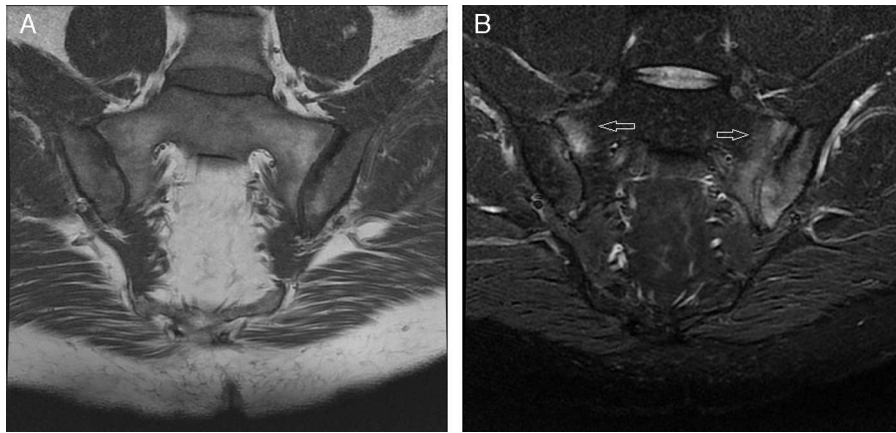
RM de sacroilíacas corte semicoronal en secuencia T1 y STIR. A) En secuencia T1 apréciase las irregularidades y erosiones en hueso subcondral de ambas articulaciones sacroilíacas, con esclerosis focal en sacroilíaca izquierda. B) En secuencia STIR, se detecta una señal hiperintensa correspondiente a edema de médula ósea subcondral (flechas) más acentuada en hueso ilíaco y a la sacra izquierda, y con menor afectación en segmento anterosuperior de sacroilíaca derecha, compatible con sacroileítis activa.
